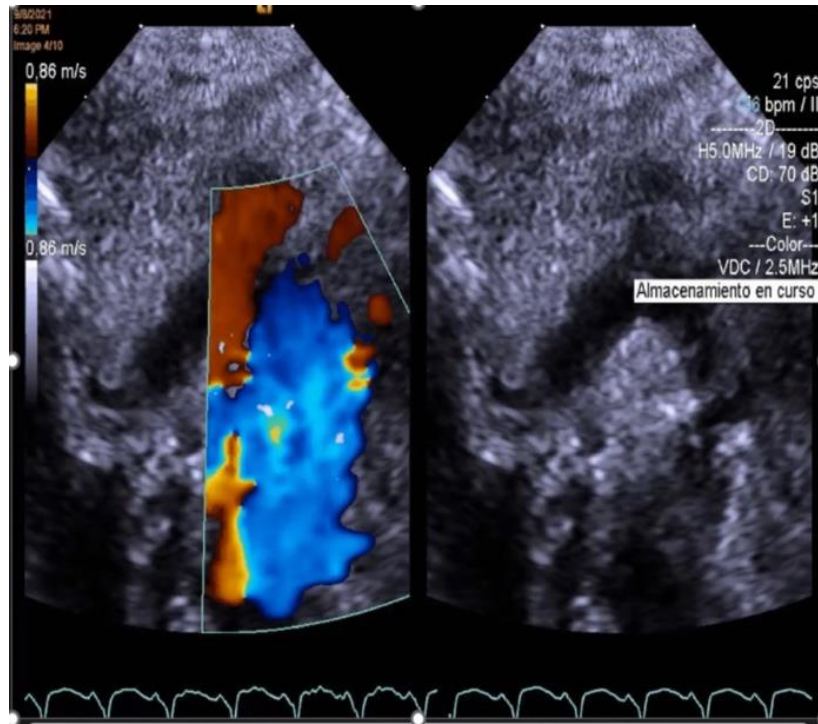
Vista ecocardiográfica con Doppler a color de arco aórtico con estenosis aortica.
